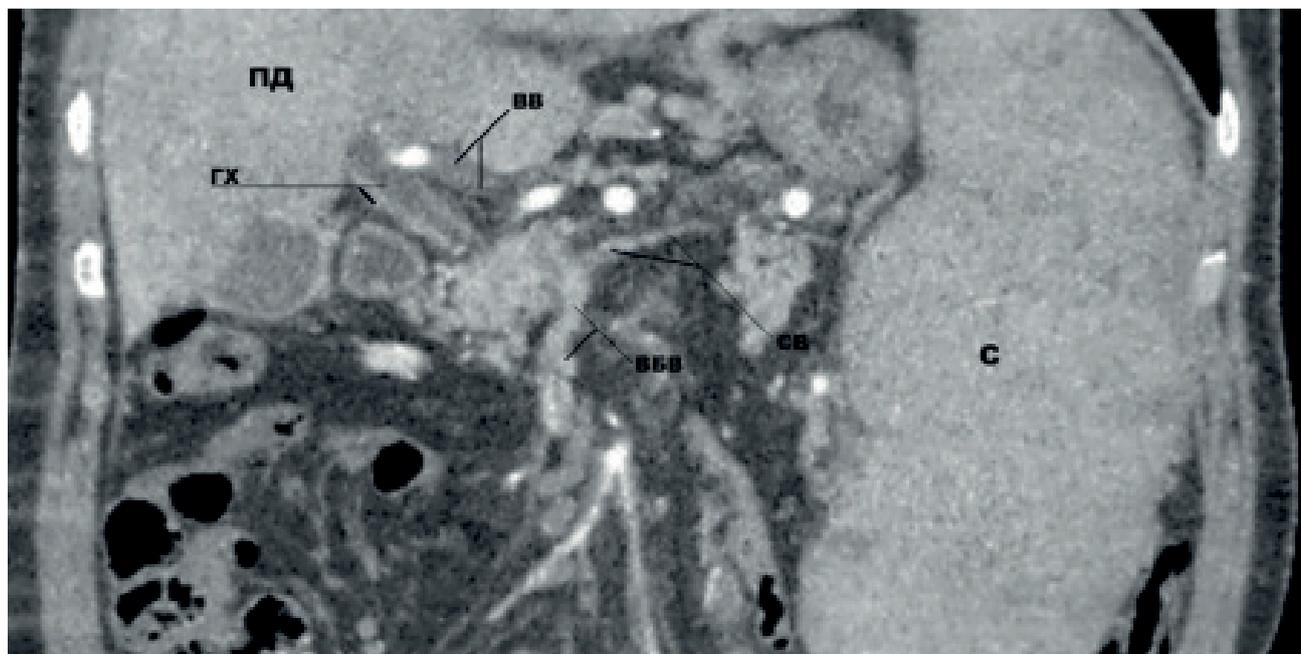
КТ-ангиография больной Б. с тромбозом воротной вены (фронтальная проекция). Определяются неконтрастируемый ствол воротной вены (ВВ), частично тромбированная верхняя брыжеечная вена (ВБВ), тромбоз с частичной реканализацией селезеночной вены (СВ), а также расширенный гепатикохоledох (ГХ) с утолщенными стенками (портальная билиопатия). ПД – правая доля печени; С – увеличенная селезенка.
